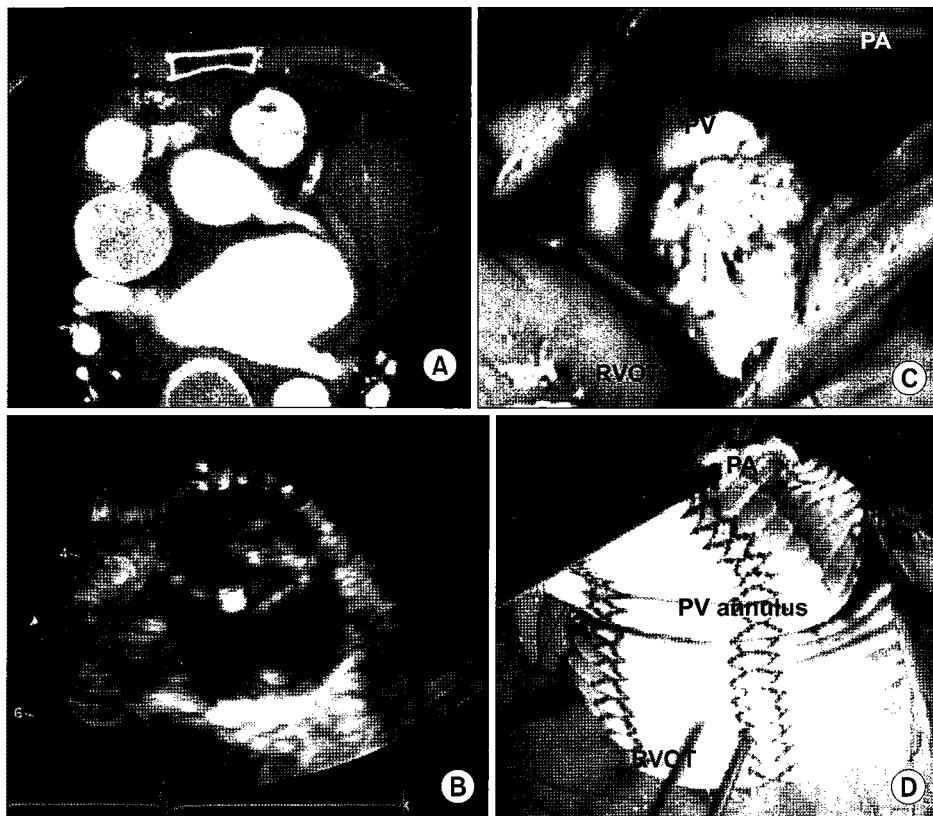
Preoperative cardiac CT (A) & transthoracic echocardiography (B) show a anterior cusp of pulmonary valve with mass like lesion. Intraoperative finding shows the mass attached to the anterior cusp of pulmonary valve (PV) (C). Pulmonary valve replacement with Carpentier-Edwards PERIMOUNT Plus Pericardial Bioprostheses Mitral 31 mm, Right ventricular outflow tract (RVOT) reconstruction and Pulmonary artery (PA) angioplasty with Gelatin impregnated knitted vascular graft (Gel-seal) 28 mm were done (D).
